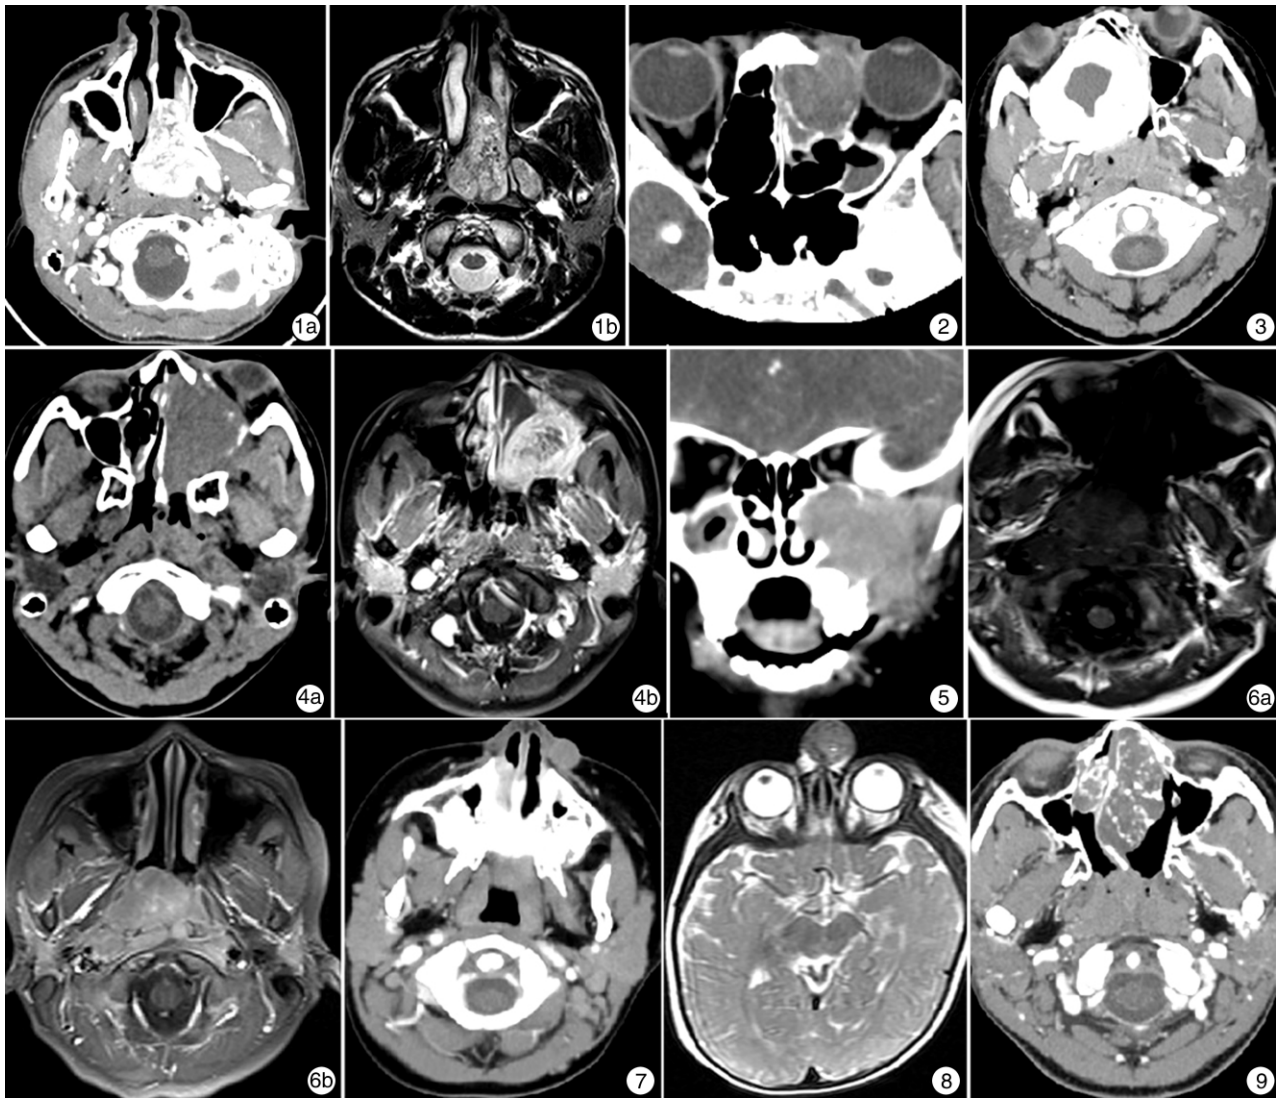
纤维血管瘤 1a:CT 增强可见左侧鼻咽及后鼻孔病变明显强化,病变累及左侧翼腭窝;1b:MRI T2WI 呈高信号,其内可见留空信号; 图 2 毛细血管瘤 CT 示左侧筛窦软组织密度影,病变累及左眼眶,周围骨质吸收破坏; 图 3 骨化纤维瘤 CT 示右侧上颌窦、鼻腔类圆形肿块,肿块边缘呈蛋壳样骨化,中心部分呈等密度,周围组织受压变形,增强病灶无强化; 图 4 胚胎型横纹肌肉瘤 4a:CT 示左侧上颌窦、筛窦、鼻腔病变密度与肌肉近似,密度较均匀,累及眼眶,窦壁骨质破坏;4b:增强后 T1WI 示病灶不均匀强化,内见无强化区; 图 5 Burkitt 淋巴瘤 CT 示左侧上颌窦膨胀性软组织影,密度较均匀,窦壁骨质破坏,累及左眼眶,左侧面颊部组织肿胀; 图 6 鼻咽癌 鼻咽部软组织肿块,右侧咽旁间隙消失,6a:T1WI 呈等信号,6b:T1 增强病灶明显强化; 图 7 纤维黄色瘤 CT 示左鼻旁类圆形软组织影,密度均匀; 图 8 鼻胶质瘤 外鼻根部软组织影,T2WI 呈稍高信号,其内可见斑点状高信号; 图 9 内生性软骨瘤 CT 示双侧鼻腔、筛窦内不规则混杂密度影。
